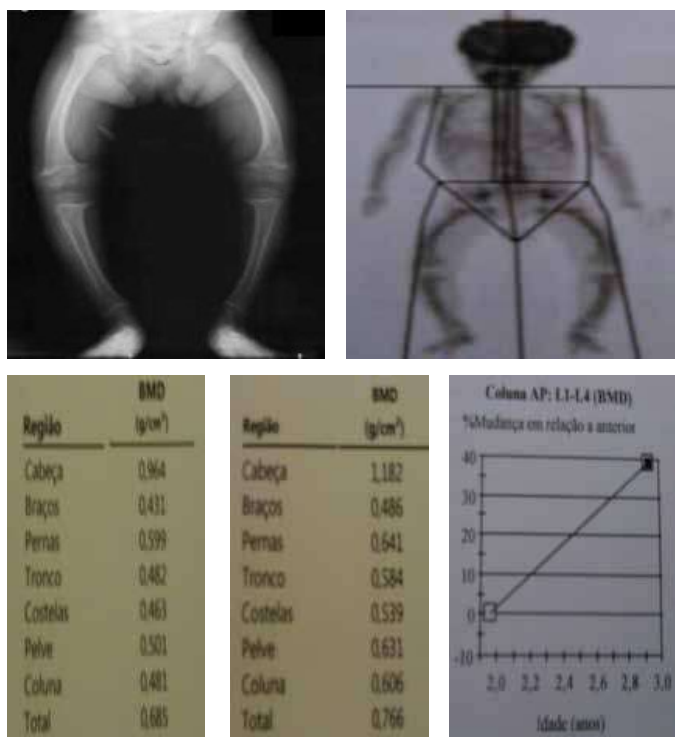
Radiografia em ântero-posterior dos membros inferiores (A) evidenciando varismo dos joelhos, densitometria óssea (B, C, D, E), evidencia melhora da massa óssea com tratamento convencional com calcitriol e fosfato de cálcio.
